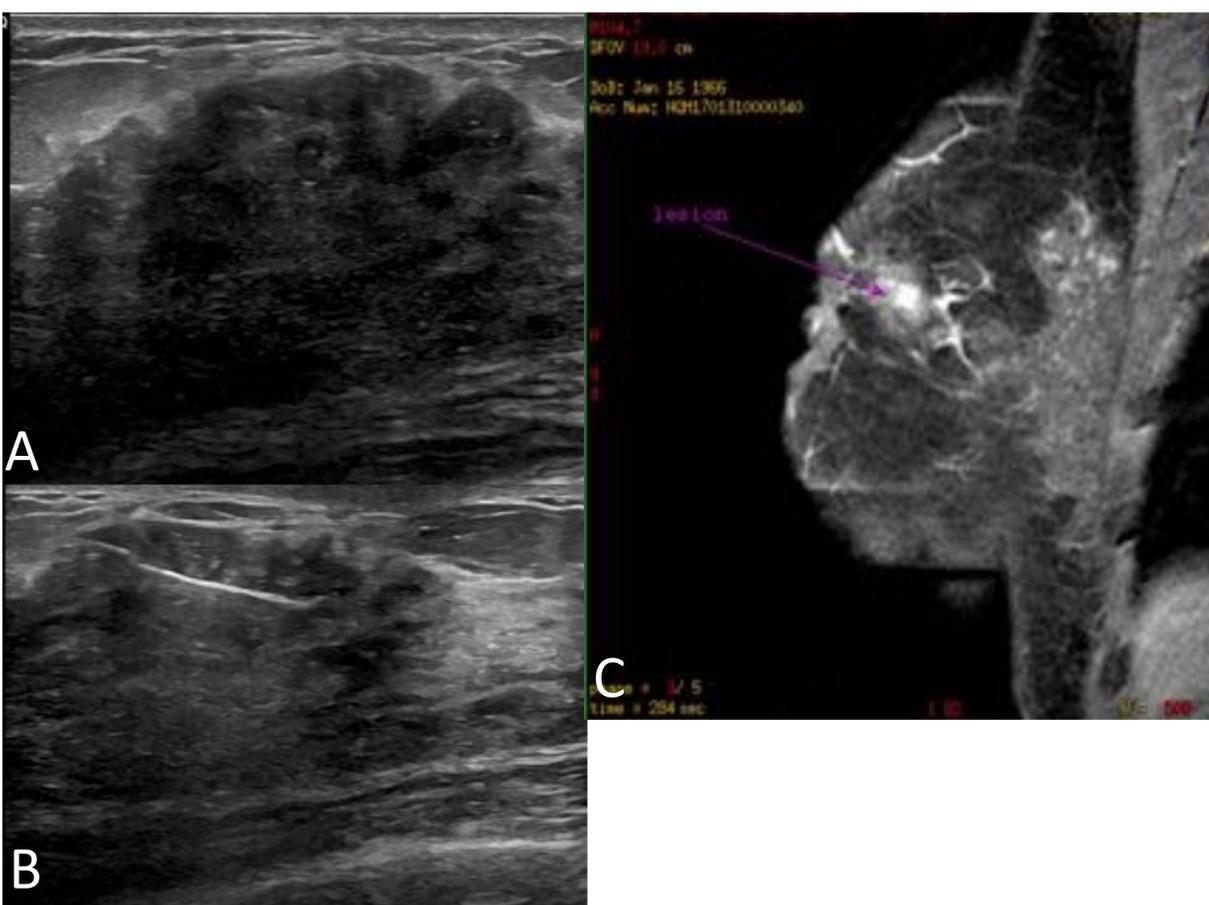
A. Ecografía. Se aprecia un área heterogénea, no circunscrita en CSE de la mama derecha que coincide con la anomalía palpable referida por la paciente. Se cataloga como BIRADS 4C. Posteriormente se realiza la RM (Figura 28). B. Imagen de BAG ecoguiada de la lesión. El resultado de anatomía patológica fue de tejido mamario con fibrosis del estroma, dilataciones ductales asociados a ligera reacción inflamatoria de características inespecíficas. Dada la discordancia radiopatológica, se realizó BAV guiada por RM (C), que confirmó el diagnóstico.
